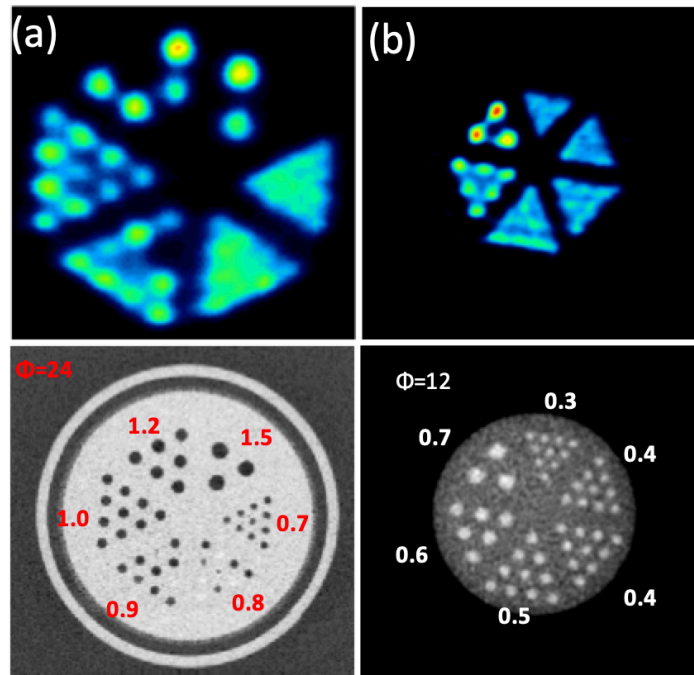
Maniqué de resolución espacial para los colimadores (a) UHR-RM y (b) UHS-M, evaluada con ^{99m}Tc . En las imágenes CT se indican los diámetros (mm).
